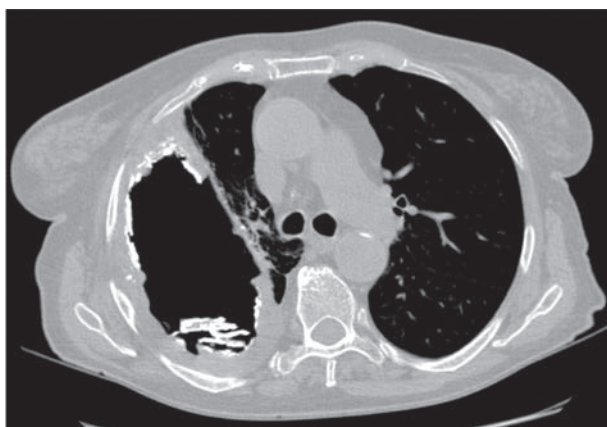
КТ грудной полости, аксиальная плоскость - олеоторакс после дренирования. Видны отслоившиеся от стенок игольчатые обызвествления, свободно лежащие в олеотораксе.
